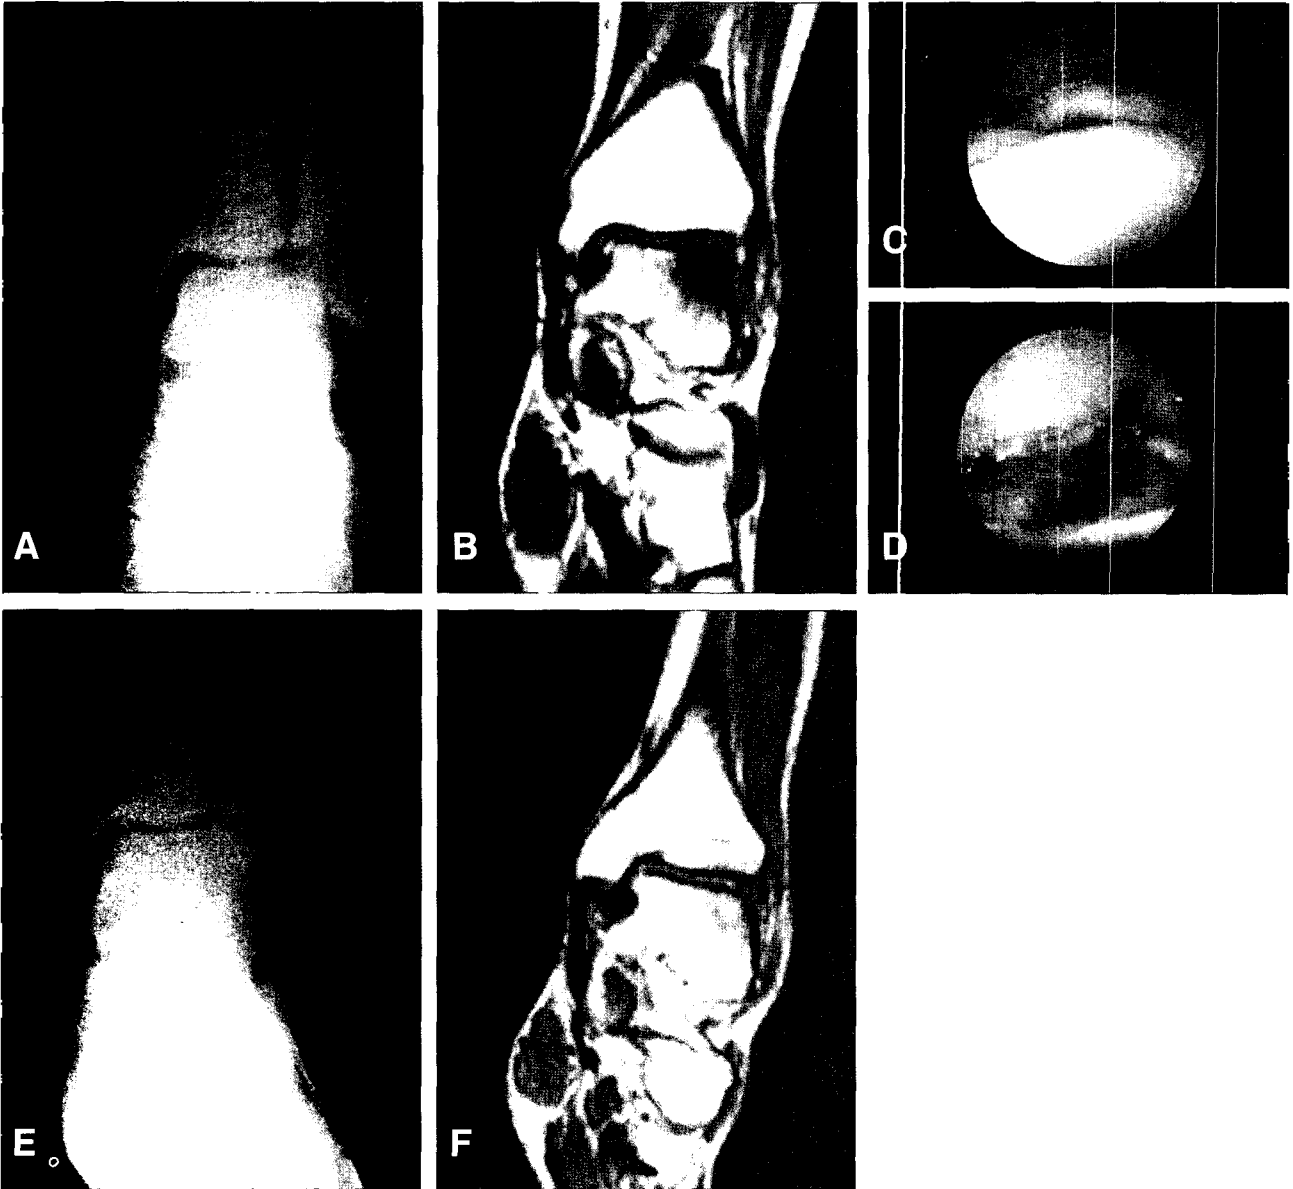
A 21-year-old male underwent arthroscopic multiple drilling. (A) Preoperative radiograph shows subchondral radiolucent lesion and loose fragment in the lateral talar dome. (B) Coronal MRI shows decreased signal on the lesion. (C) Arthroscopic view shows completely detached osteochondral fragment. (D) Arthroscopic view after multiple drilling shows bleeding from the punched holes. (E) Thirty months follow-up radiograph shows normal high signal on the previous operated lesion. (F) Follow-up MRI shows high signal density with recovery of normal contouring of the articular surface on the lateral talar dome.
